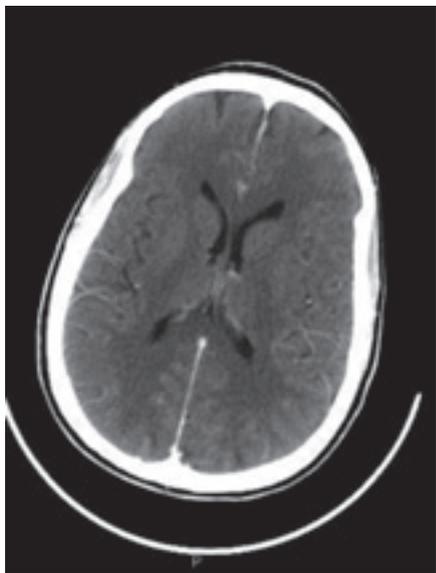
TAC sin contraste de cráneo
